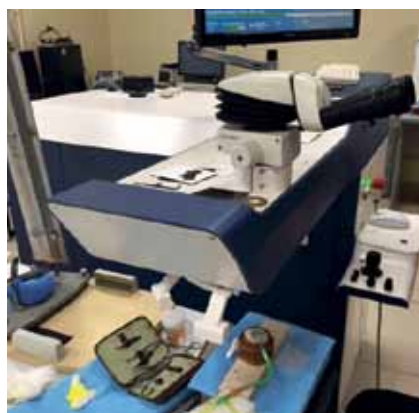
Эксимерный лазер «Микроскан Визум». Перфузионная система
